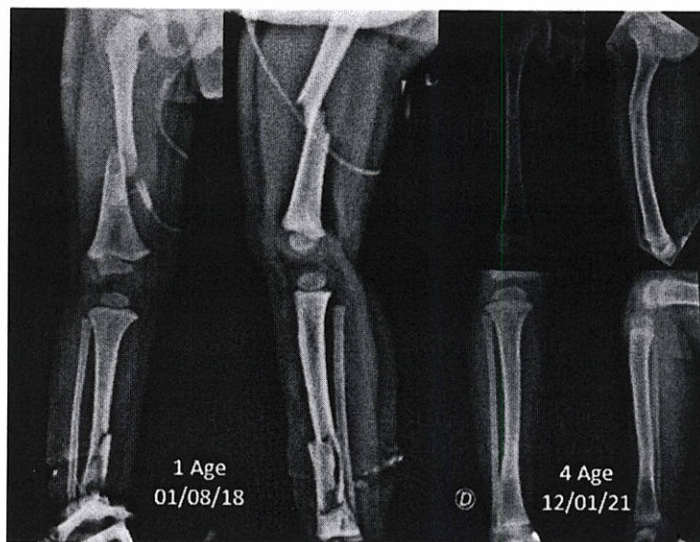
Paciente pediátrico del estudio, radiografías iniciales vs seguimiento 2 años y 5 meses después.
